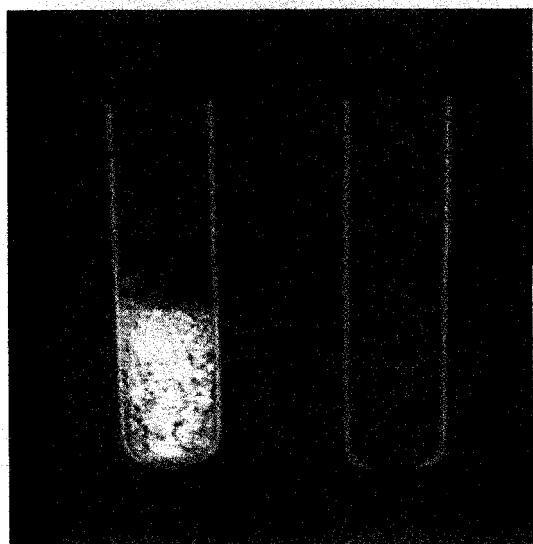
Herb pill powder which caused lead poisoning (left) showed metallic components in X-ray beams compared with ordinary pills
